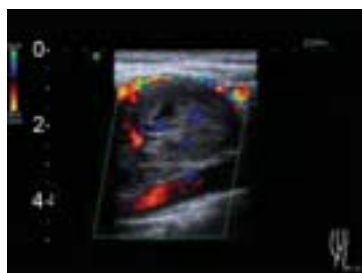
Ultrasonografía Doppler (US-Doppler) de lesión hipervascularizada sin compromiso ateroscleroso de la arteria carótida interna
